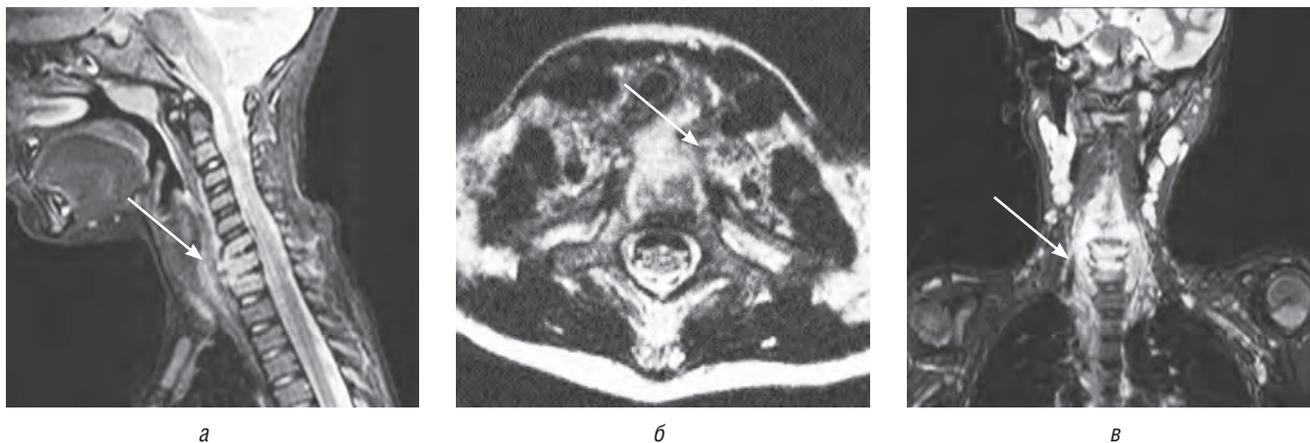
Пациент И., 3 года. МРТ шейного отдела позвоночника. Сагиттальный (а), аксиальный (б) и корональный (в) срезы: зона патологических изменений обозначена стрелкой. Пояснения в тексте
